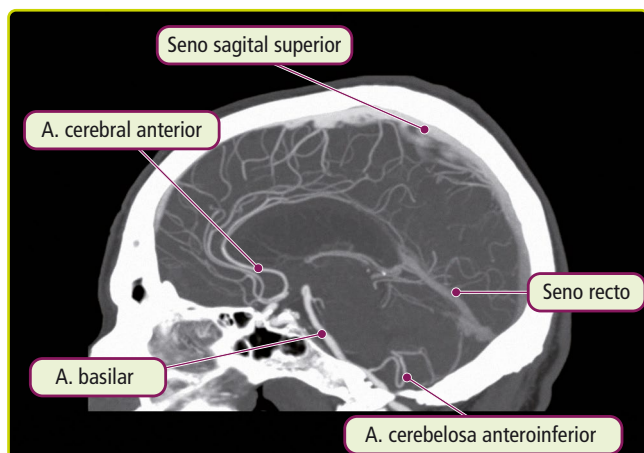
Angio TC. Visión lateral de la anatomía de la vascularización cerebral.
